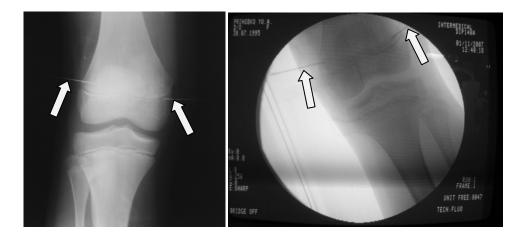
Производится рентгеноконтроль для локализации уровня зоны роста
